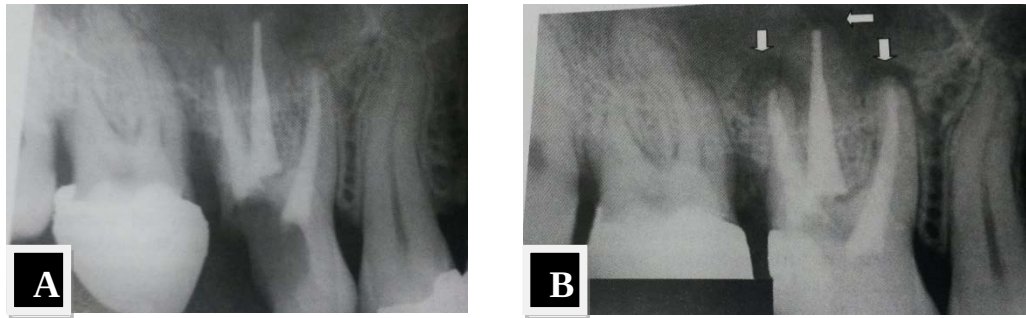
Radiografía final un tratamiento endodóntico realizado en la pieza #26 (A), y 18 meses después en la radiografía se observa la aparición de alteraciones perirradiculares, lo que señala la necesidad de una nueva reintervención. (B) (Fuente: Soares & Goldberg, 2012, pp: 342)
